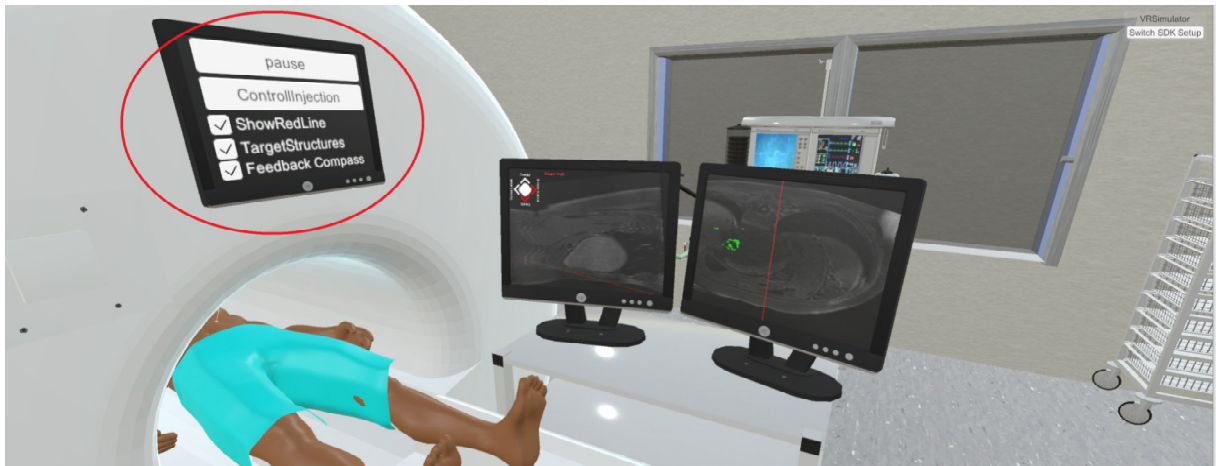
Menü am MRT für das Ein- und Ausschalten der Unterstützungsfunktionen (roter Kreis)
